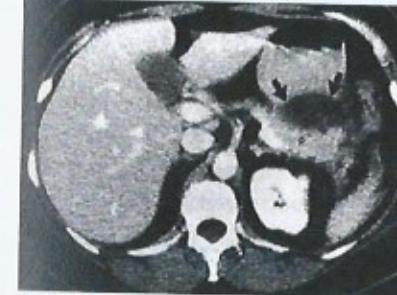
КТ снимок. Стрелками указано острое скопление жидкости при остром панкреатите.
